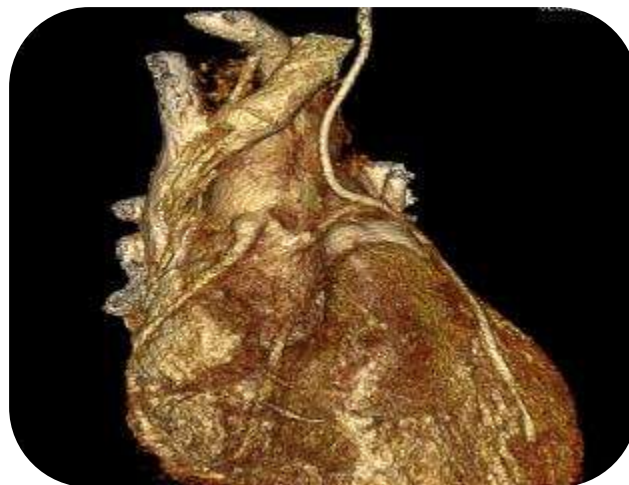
МСКТ- шунтографія: стан після АКШ ПКА, ЛГТК та МКА з ПМША (через 16 місяців після операції).
